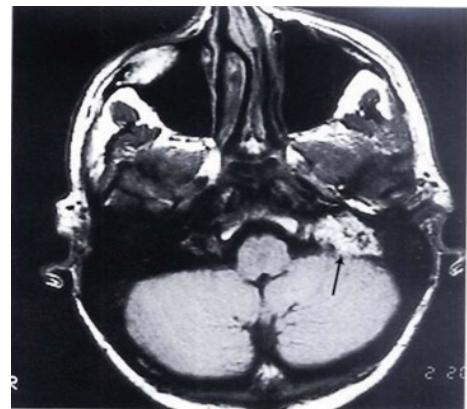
Hình ảnh CT Scan của trường hợp này: Mặt cắt ngang, lỗ tĩnh mạch cảnh trong rộng. Kèm theo hình ảnh tiêu bờ xương tại lỗ tĩnh mạch cảnh. (Trong trường hợp này cần phải chẩn đoán phân biệt với u bao thần kinh các dây thần kinh sọ thấp).
